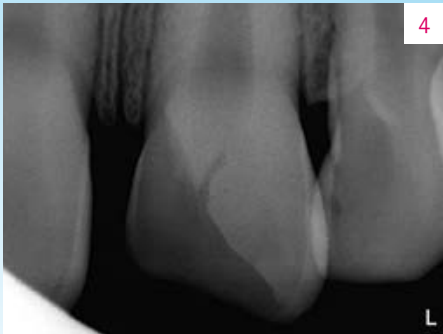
Tampoco la radiografía reveló una exposición de la pulpa.
